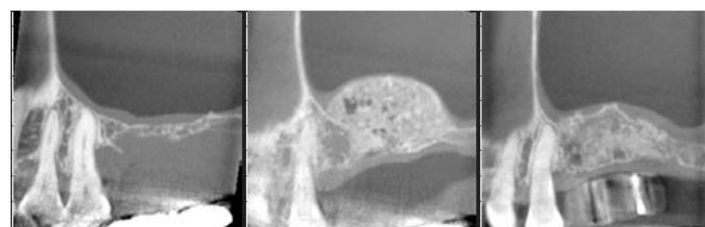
CTスキャン側面像の変化(a)術前 (b)術直後 (c)2歯欠損部挙上6か月後(症例9)骨補填材: HA
